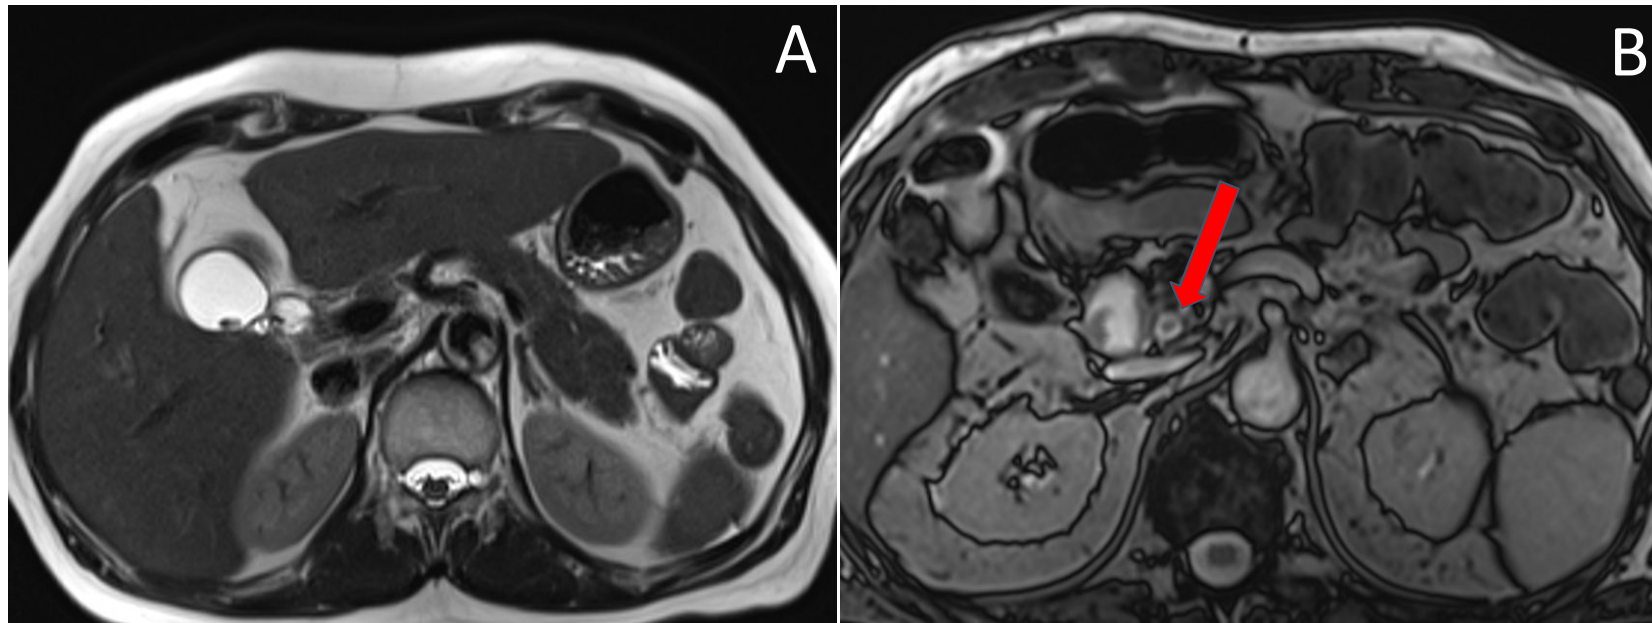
Material retenido. Colangio-RM en paciente con antecedente de colecistectomía en 2016. A pesar de la cirugía, se evidencia resto vesicular, con presencia de litiasis en su luz, lo que sugiere un remanente vesicular. No se identifican signos de colecistitis aguda ni complicaciones locorregionales asociadas. Adicionalmente, se observa coledocolitiasis (flecha), hallazgo relevante para la planificación terapéutica.
